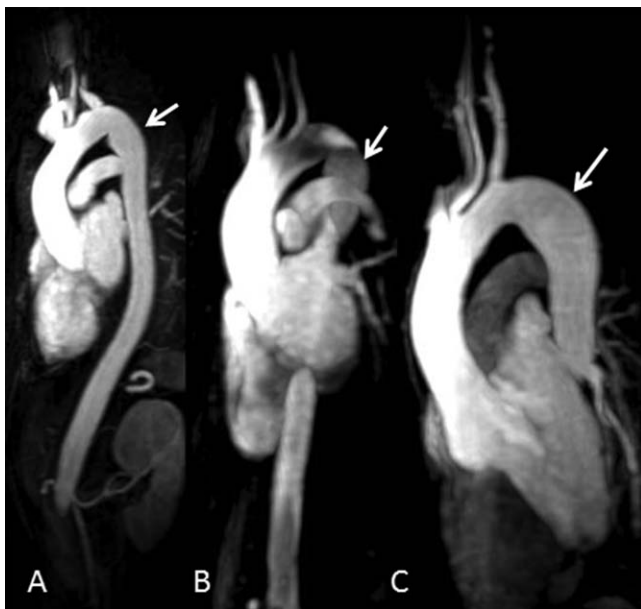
Reconstrucción tridimensional de la angiografía por resonancia magnética de los pacientes III:4 (A), III:6 (B) y III:8 (C) de la figura 1. Se aprecia un leve estrechamiento peculiar a nivel del istmo y una ectasia aórtica postístmica (flechas).
